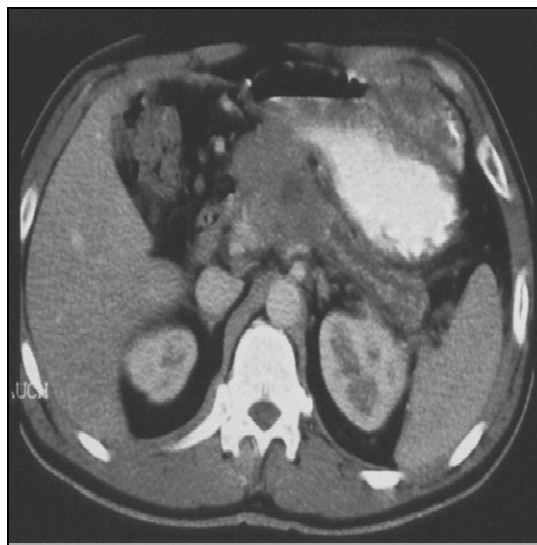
Darstellung eines Pankreastumors in der Computertomographie [Univ. Rostock]
